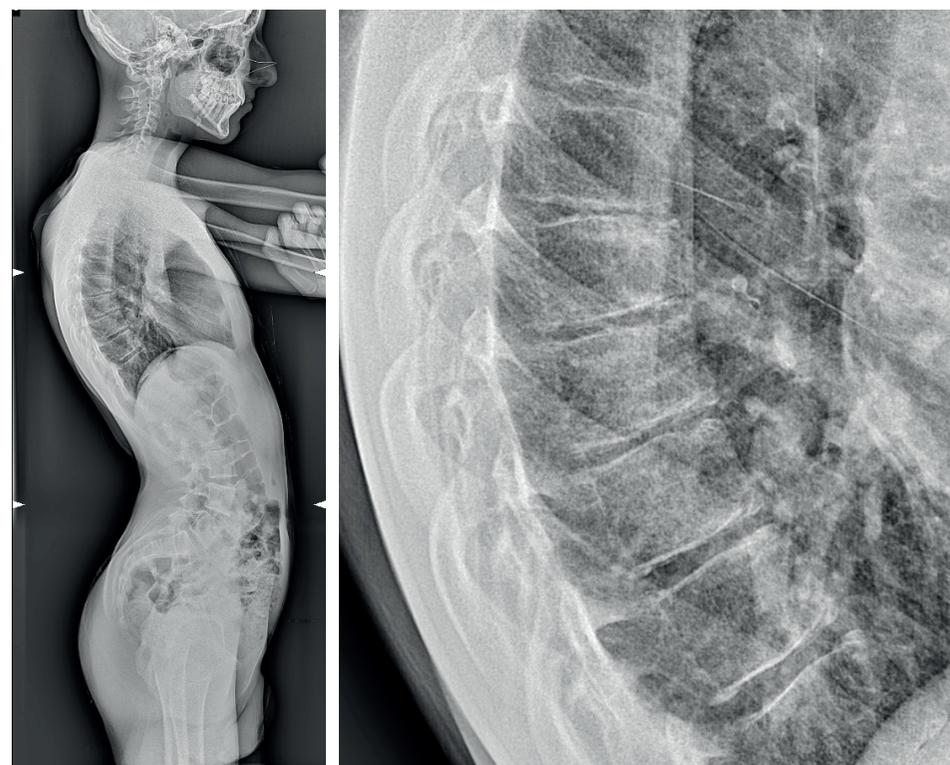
Aspect typique d'une maladie de Scheuermann sur une radiographie de profil du rachis. Notez la présence d'au moins trois corps vertébraux dont la cunéiformisation est de plus de 5°.
